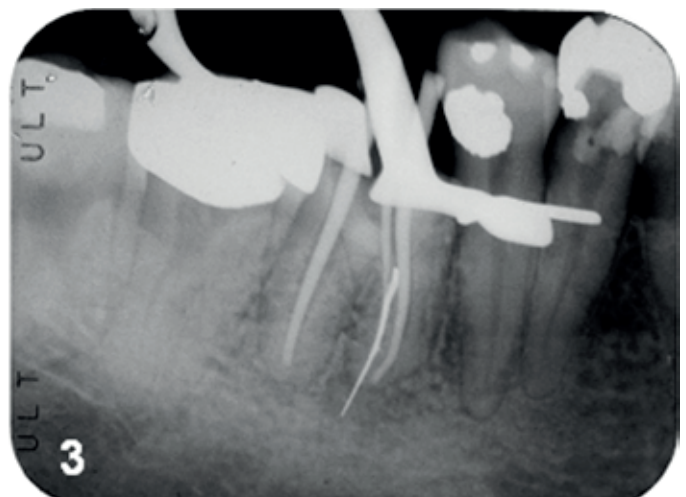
Radiografia de prova dos cones.
